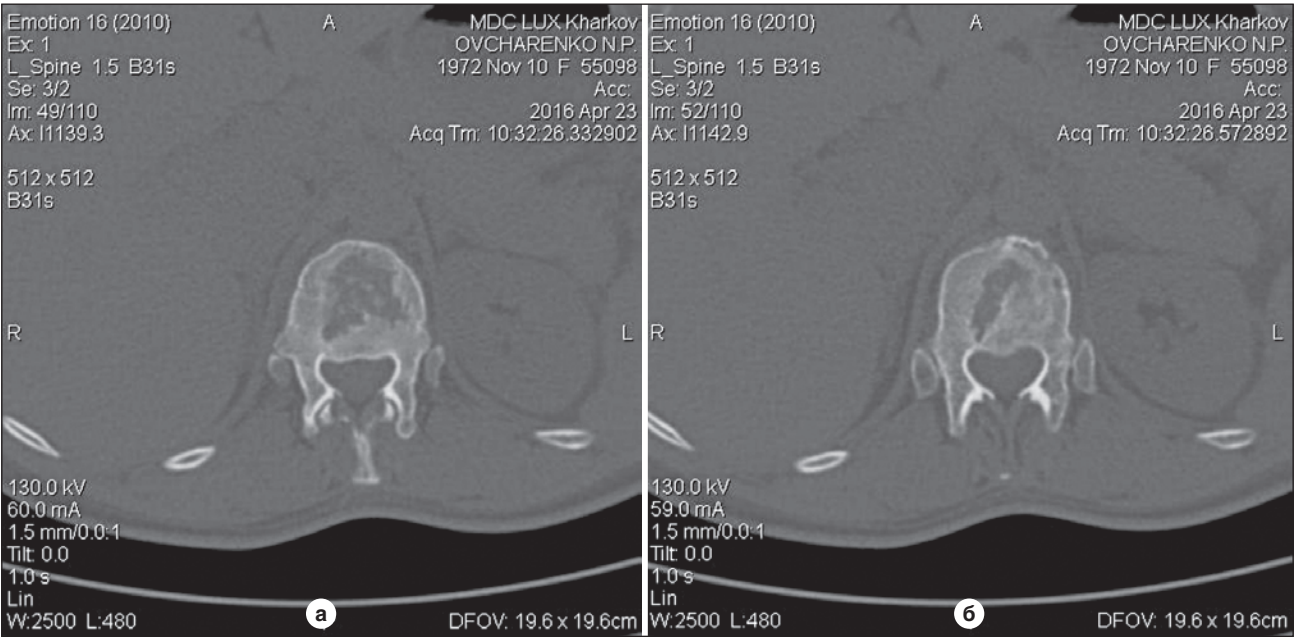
Аксіальні зрізи комп'ютерної томографії хворої через 1 рік після консервативного лікування вибухового перелому
